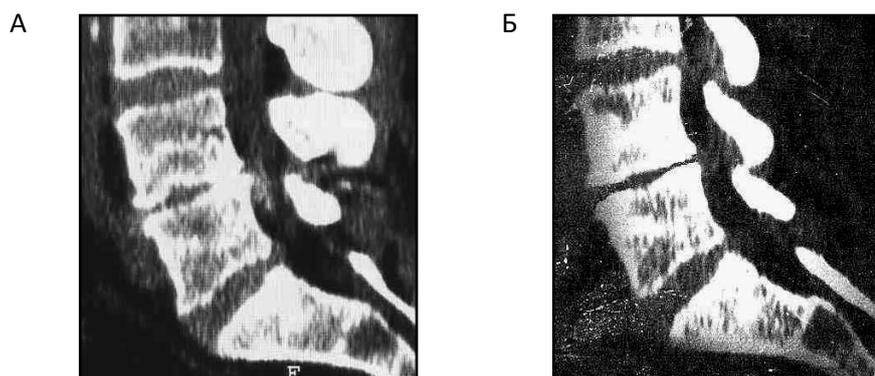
Магниторезонансные томограммы поясничного отдела позвоночного столба пациентки Е.Н. М-вой (48 лет) до – А и после – Б сеансов кинезиореабилитации
